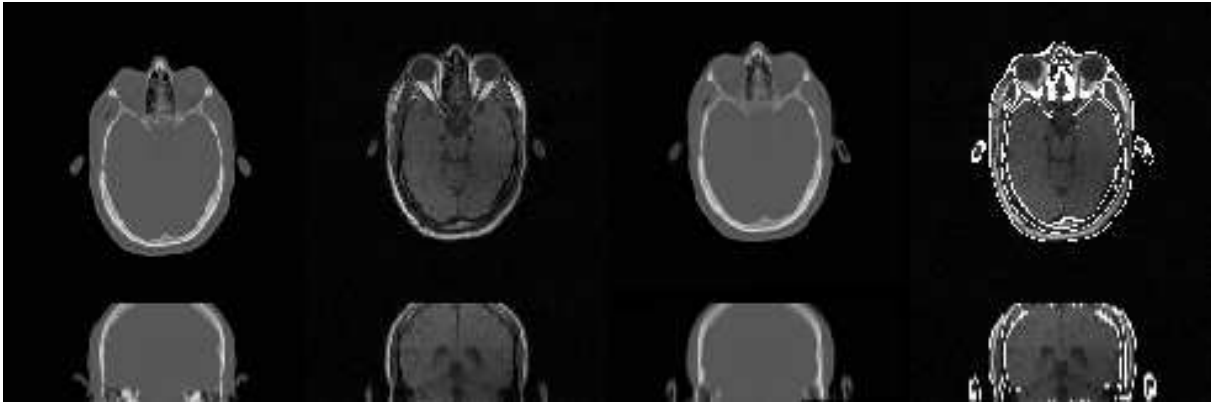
À gauche : *CT original*; au centre gauche : *IRM T1 originale*; au centre droit : *recalage CT/IRM T1*; à droite : *IRM pondérée en T1 avec les contours du CT en superposition*.
